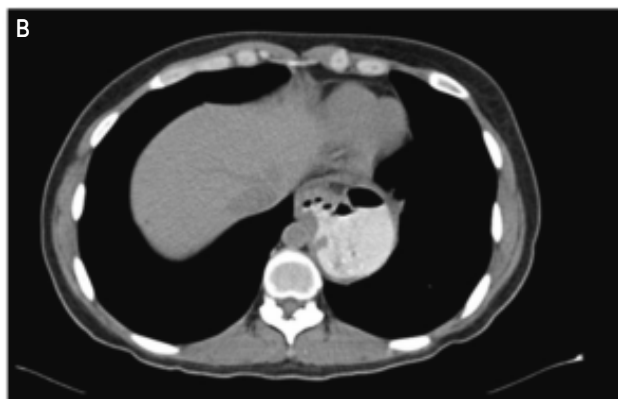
Tomografía axial computada preoperatoria que muestra funduplicatura herniada a tórax.
